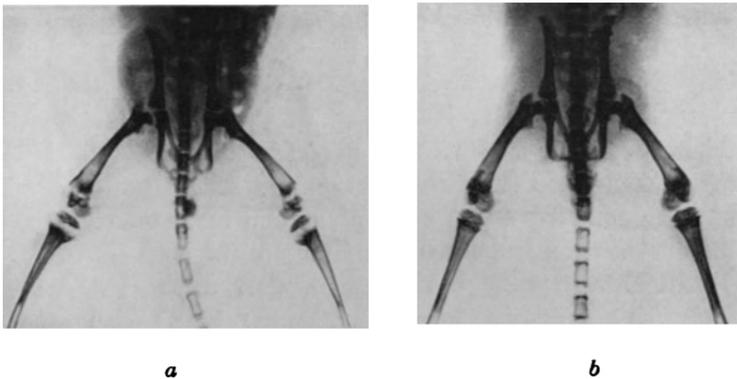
Ratten-Rachitis (Röntgenaufnahme). *a*) Schwerkrank. *b*) Durch Vigantol (= Vitamin D) geheilt. (Aufn. E. Merck, Darmstadt.)
